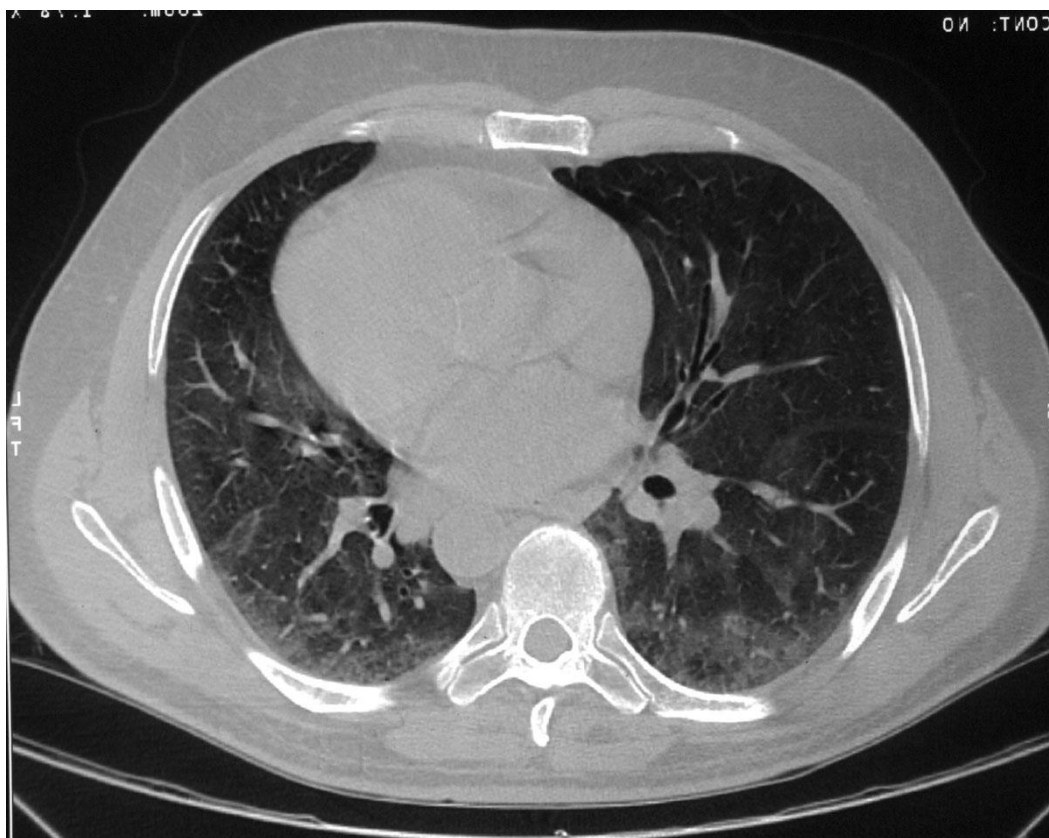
Компьютерная томография легких
